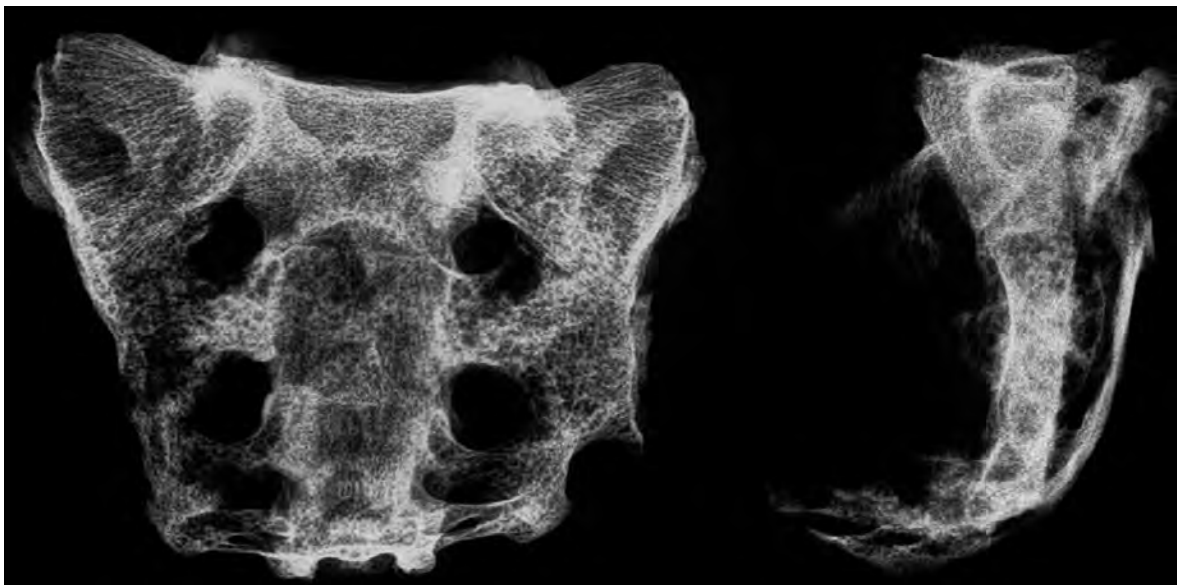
Radiografia del cas precedent.
